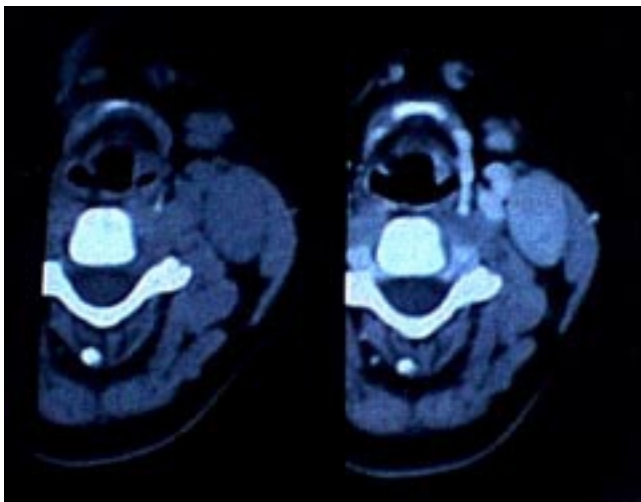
Tomografía axial computada de cuello que muestra ganglio cervical que capta medio de contraste.
